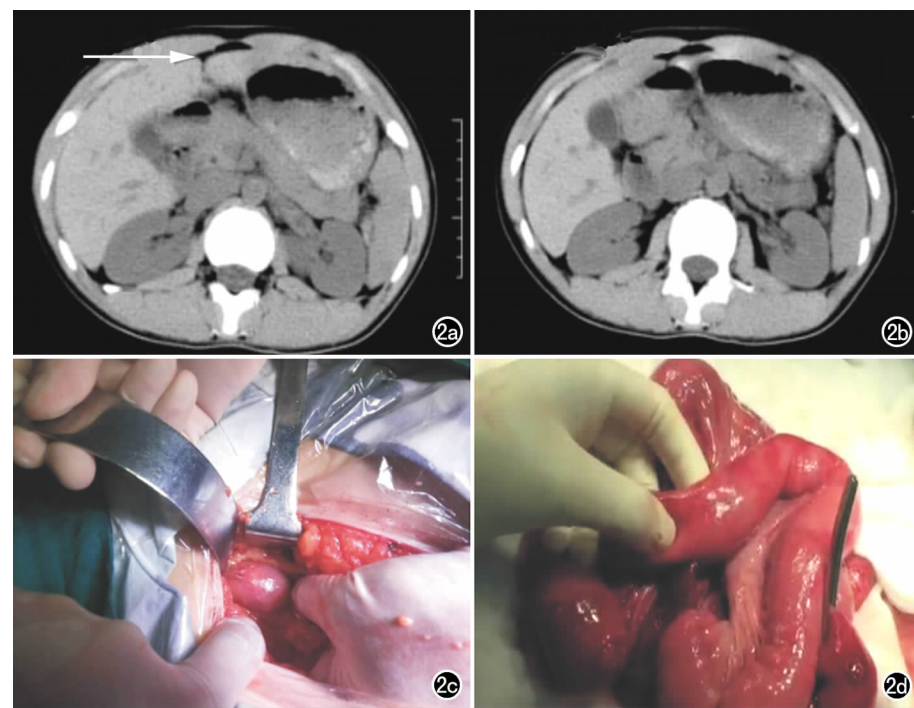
男, 43 岁, 因撞伤腹部后腹痛 8h 来诊, 腹部 CT 示闭合性肠破裂, 腹腔积气。患者行剖腹探查+肠破裂单纯修补术。a) 腹部 CT 示闭合性肠破裂, 腹腔积气(箭); b) 腹部 CT 平扫另一层面图像; c) 剖腹探查发现肠破裂口; d) 剖腹探查发现肠破裂口。
